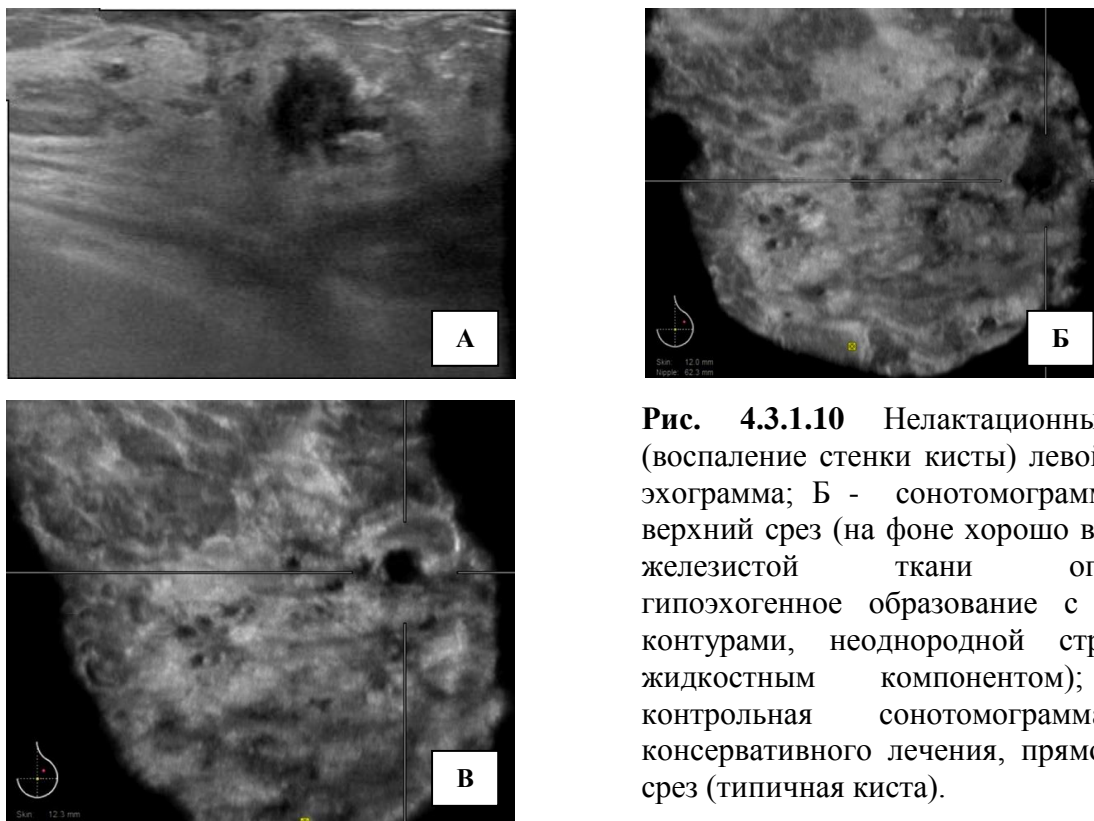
Нелактационный мастит (воспаление стенки кисты) левой МЖ: А – эхограмма; Б - сонотомограмма, прямой верхний срез (на фоне хорошо выраженной железистой ткани определяется гипоэхогенное образование с нечеткими контурами, неоднородной структуры с жидкостным компонентом); В – контрольная сонотомограмма после консервативного лечения, прямой верхний срез (типичная киста).
